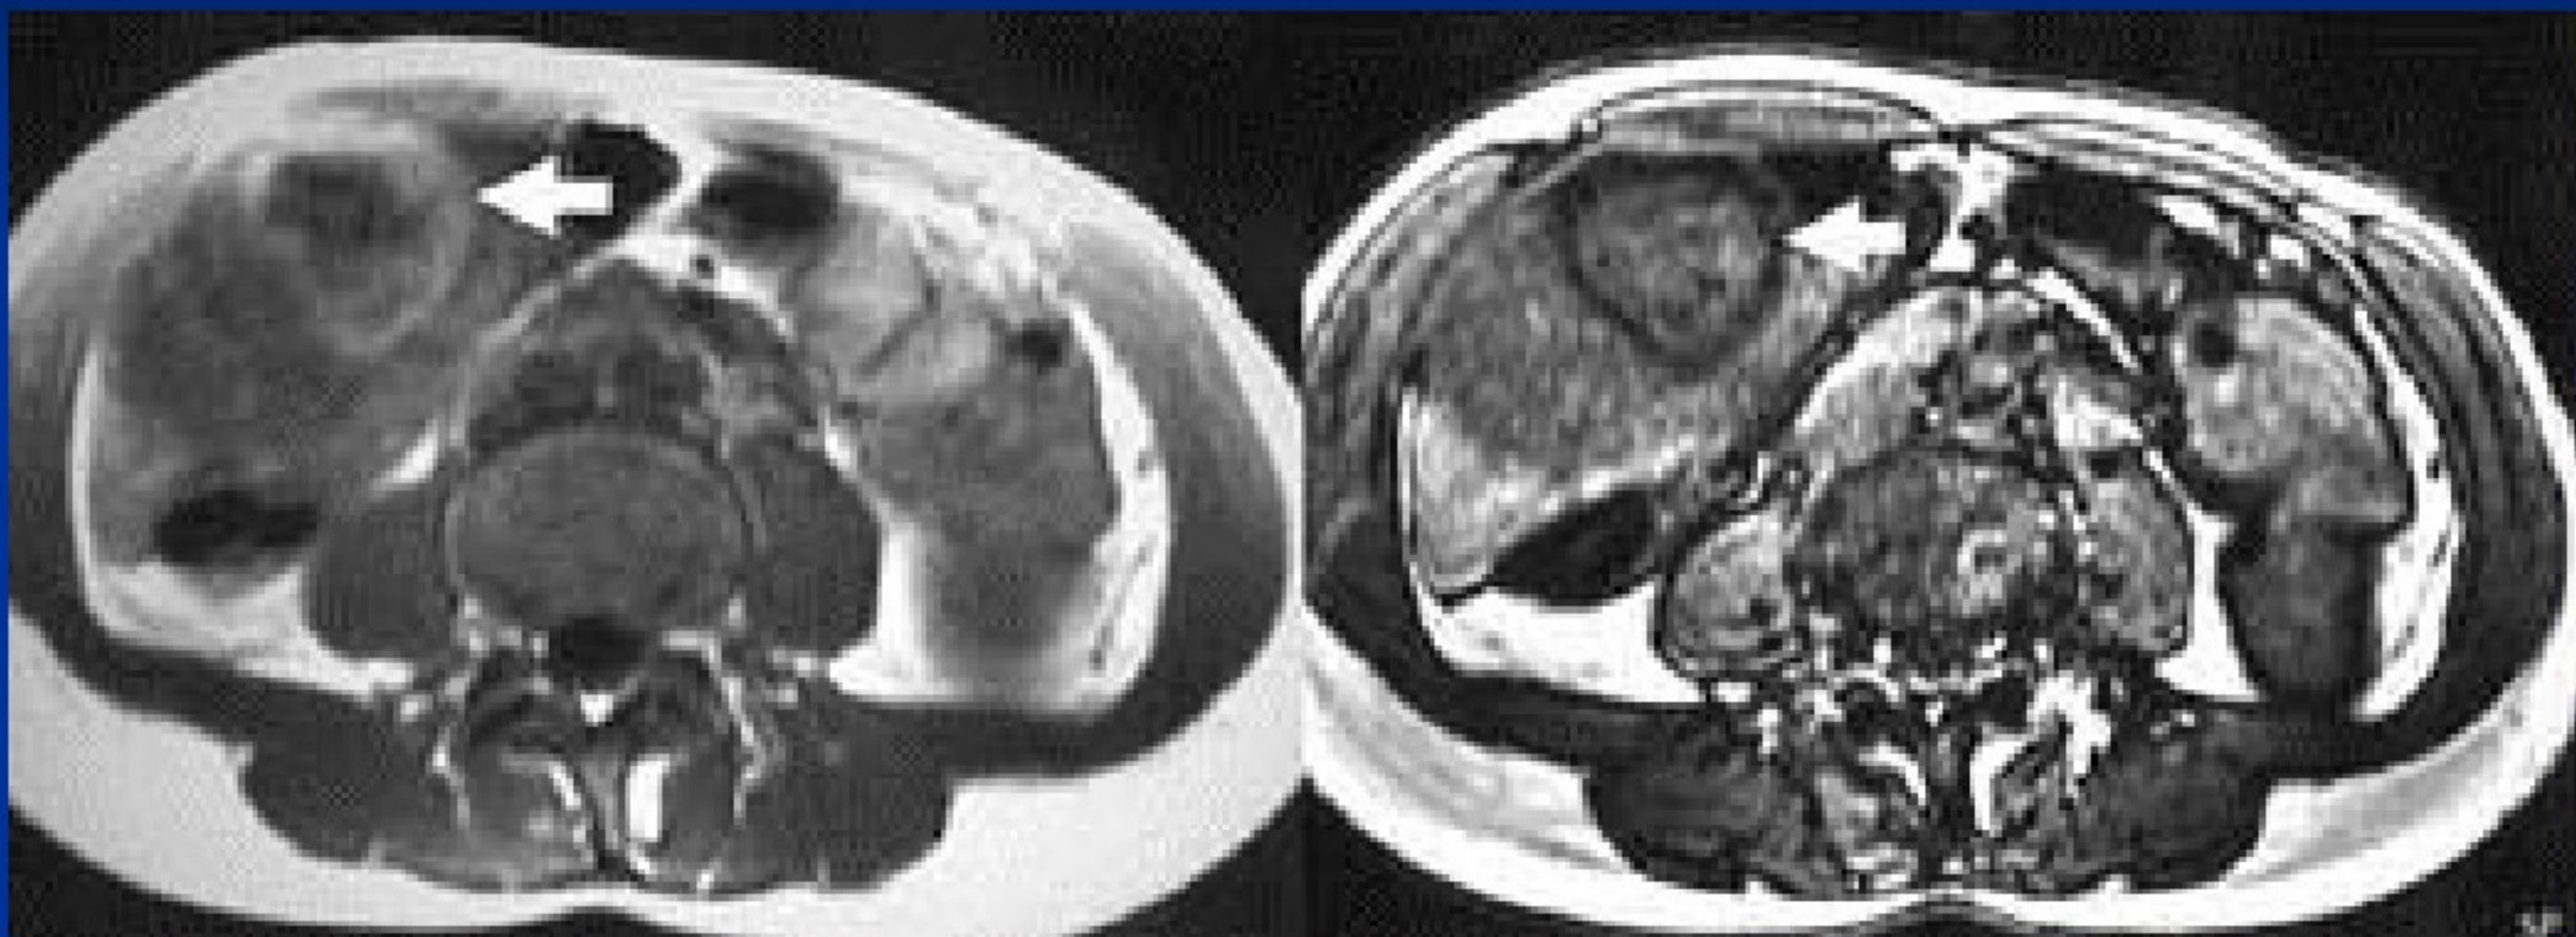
图1为MRI的T1 (TR160,TE4.4) 见肝内有一个病变, 外周有环状高信号 (箭头), 内部有低信号 (脂肪组织); 图2也为MRI的T1, 但TR160、TE2.5, 外周的环状高信号变为低信号 (箭头)。
